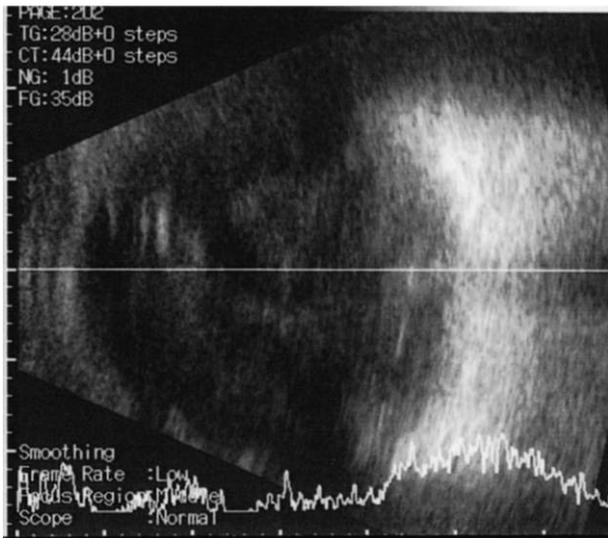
症例 3(02009)超音波 B モード.
